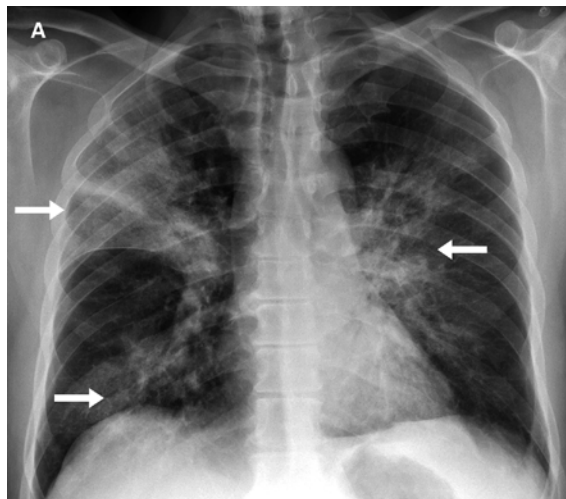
A) Röntgen-Thorax-Untersuchung: bilaterale und multilobäre Lungeninfiltrate; rechts apikal und basal, links hilär. B) Computertomographie des Thorax: multilobäre pulmonale Konsolidationen mit einem Pneumobronchogramm.
